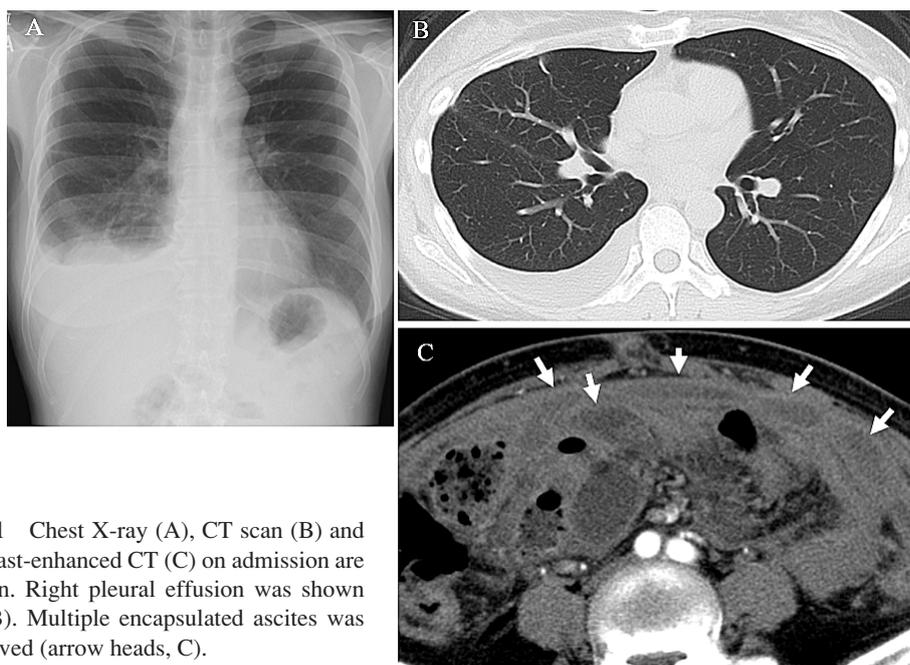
Chest X-ray (A), CT scan (B) and contrast-enhanced CT (C) on admission are shown. Right pleural effusion was shown (A, B). Multiple encapsulated ascites was observed (arrow heads, C).
